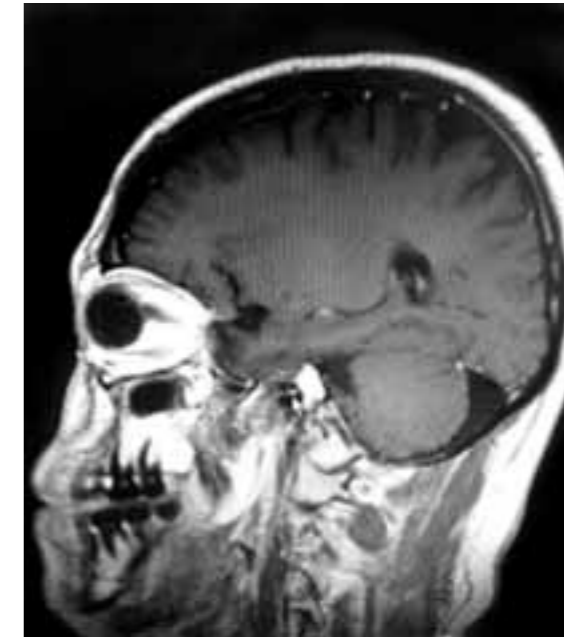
Imagen de resonancia magnética en corte sagital: tumoración paraselar, parietal y pontocerebelosa
